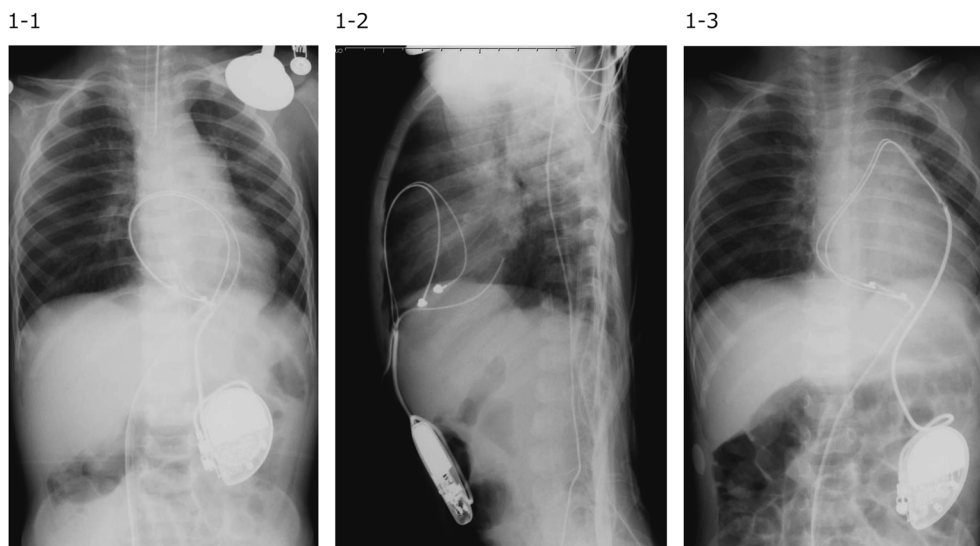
Chest X-rays on the postoperative day 0 and day 1 of the pacemaker implantation
